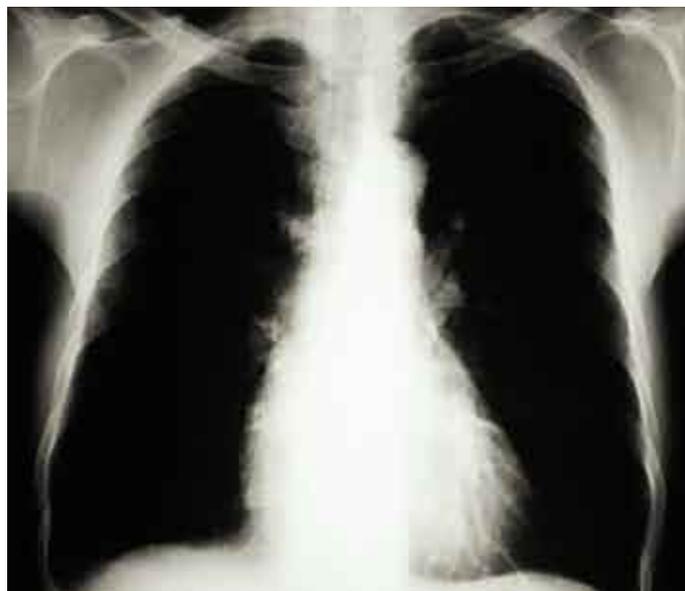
Radiografía posteroanterior de tórax de un paciente enfisematoso.
